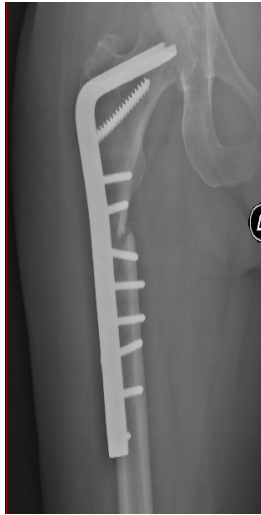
Radiografía simple postoperatoria del caso presentado. Osteosíntesis con placa condílea de 95° y colocación de injerto óseo.
